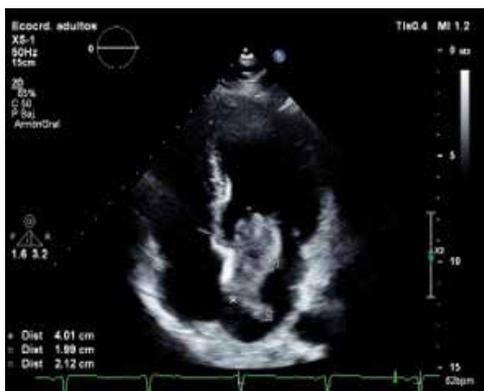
Eje apical 4 cámaras se observa en aurícula izquierda tumoración de 40 × 20 mm y el lóbulo mayor de 21 × 20 mm.
